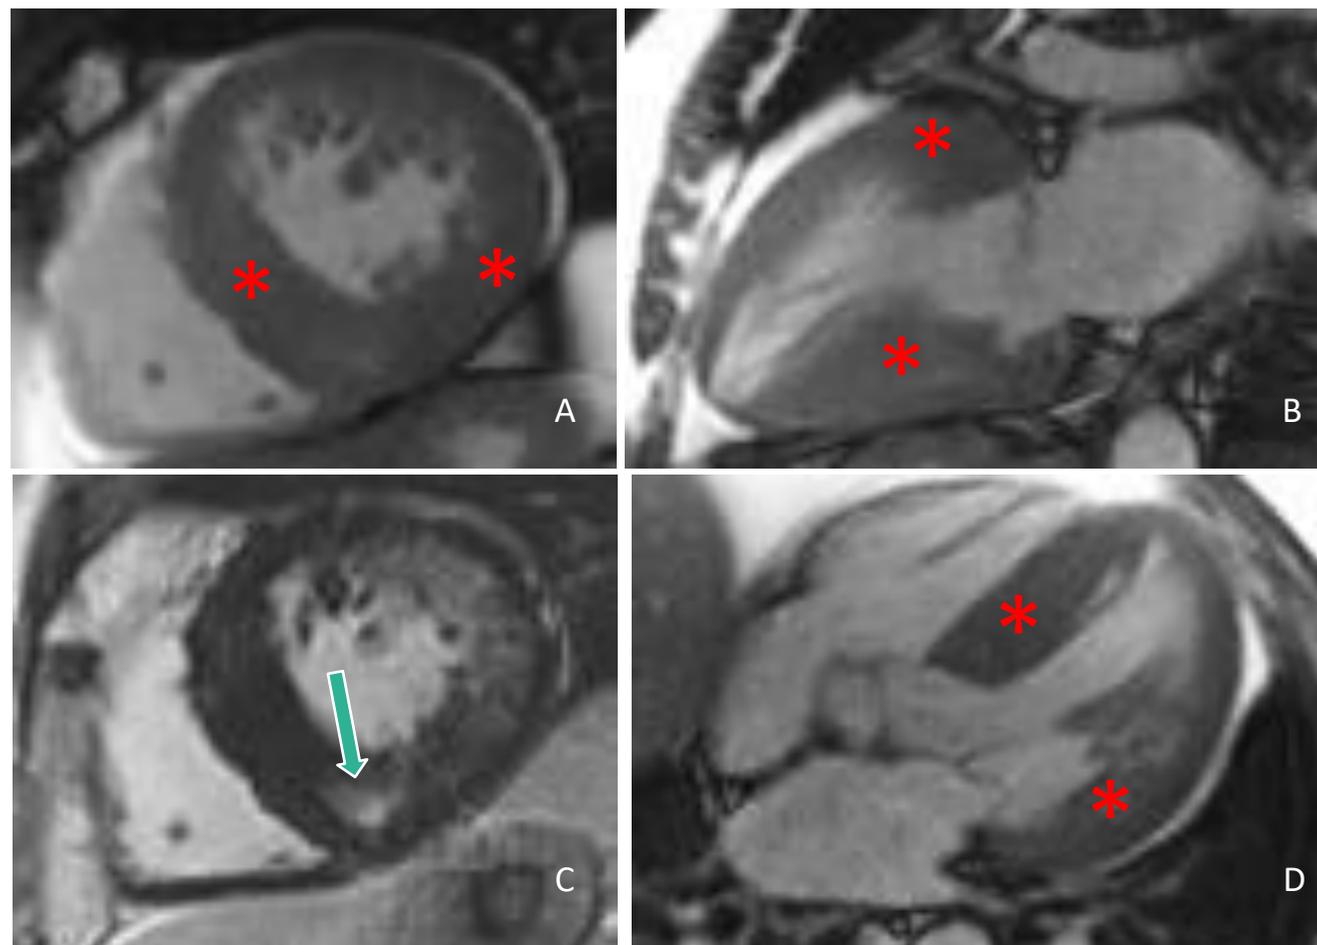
RM cardíaca de um paciente com cardiomiopatia hipertrófica mostrando espessamento da parede ventricular (asteriscos), afetando principalmente a parede septal e inferior, em eixo curto (A e C), 2 câmaras (B) e 4 câmaras (D). (C): sequência RTG mostrando uma área de fibrose na junção interventricular inferior (seta).
